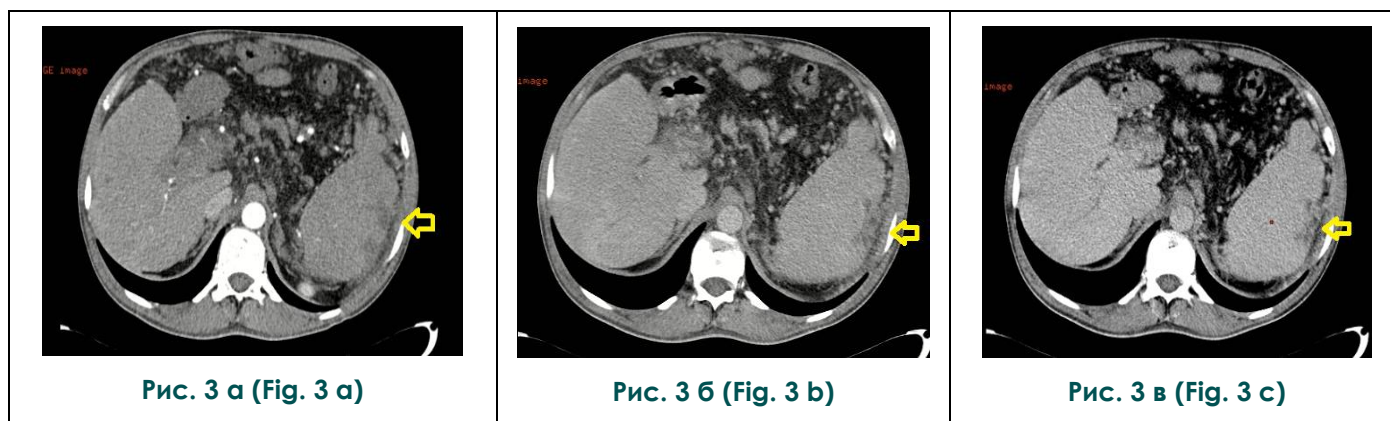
КТ органов брюшной полости, аксиальная плоскость.
